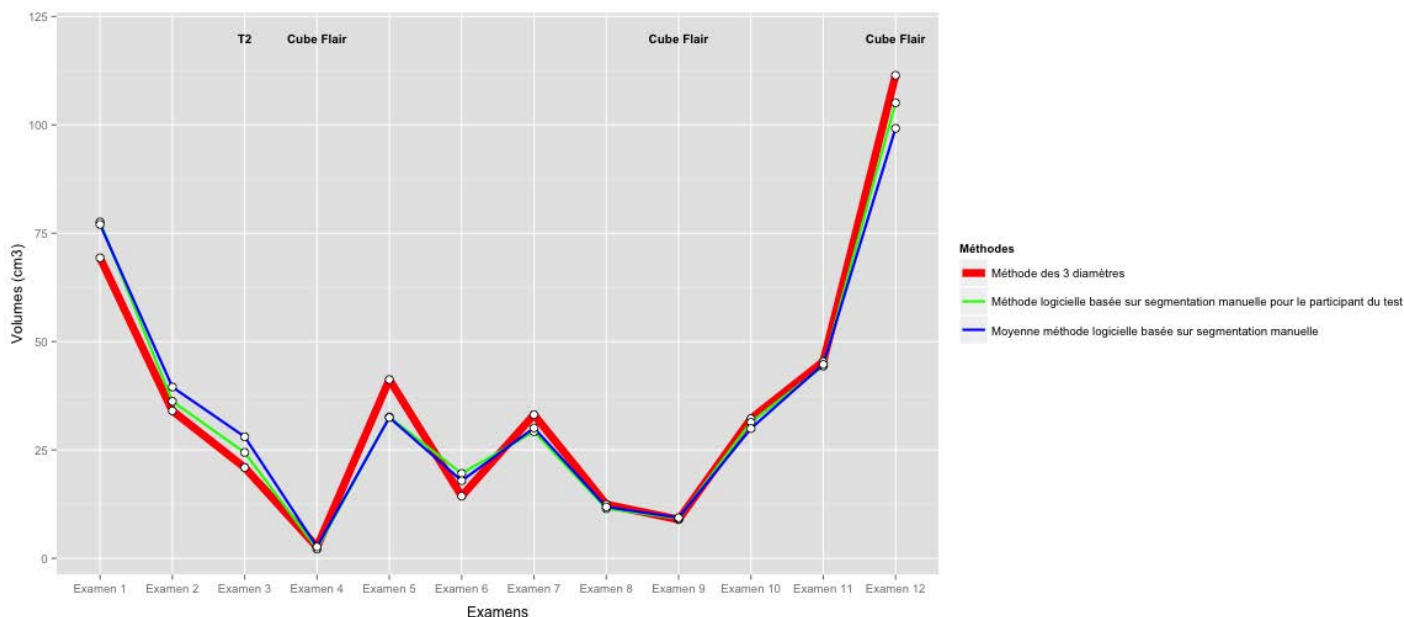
Variation du volume tumoral avec la méthode des 3 diamètres et avec la méthode logicielle en fonction des examens IRM.
